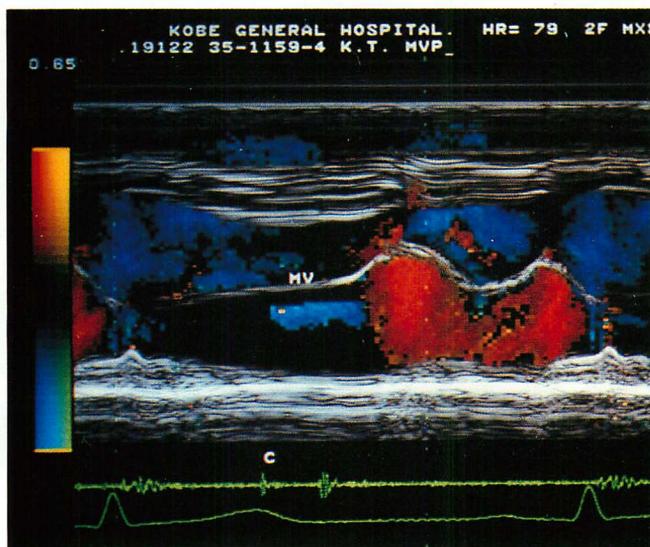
M-mode color Doppler echocardiogram recorded from a patient with mitral valve prolapse and having a mid-systolic click.
